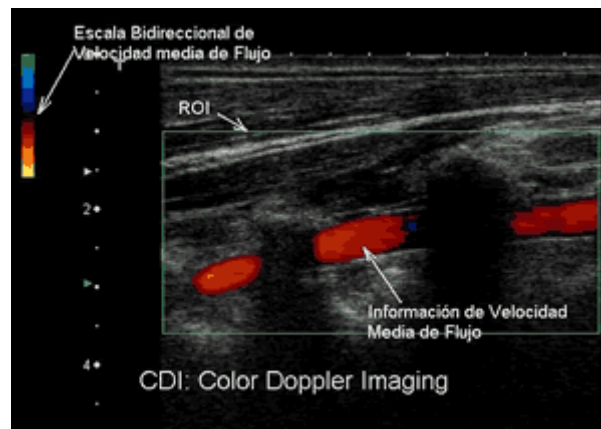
Imagen de Doppler a Color
